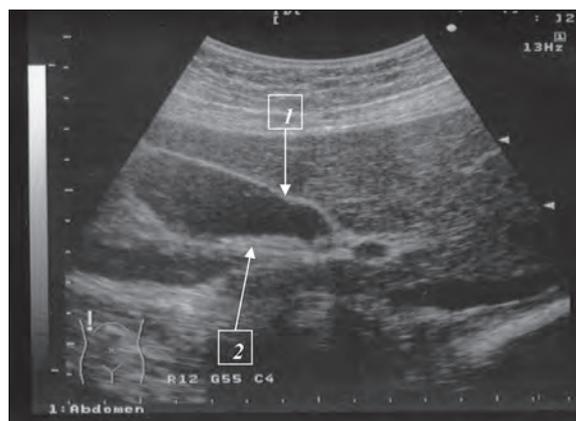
УЗИ. Диффузно-сетчатая форма холестерина ЖП: 1 — диффузное уплотнение стенки ЖП; 2 — билиарный сладж
